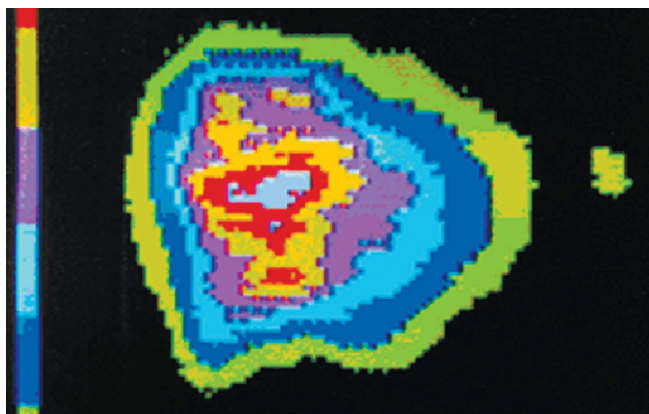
Сцинтиграфическая картина печени и селезенки с ^{99m}Tc технефитом при РС-АФЛАГ. Печень увеличена в размерах. Участки неравномерной фиксации РФП макрофагами печени и радионуклидным феноменом функциональной гипосплении (передняя проекция)
